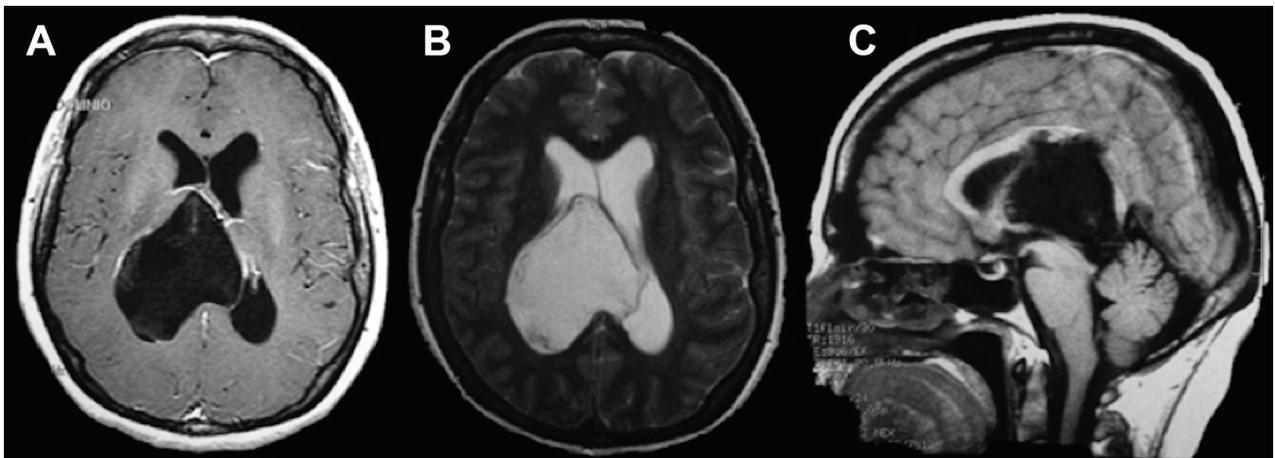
A) RMN de cerebro secuencia T1 con contraste EV corte axial en donde se observa lesión quística hipointensa a nivel del ventrículo lateral derecho, sin realce postcontraste que desplaza el fornix. B) Secuencia T2 corte axial en donde se observa lesión intraventricular hiperintensa en T2 (similar al líquido cefalorraquídeo). C) Secuencia T1 sin contraste corte sagital en donde se observa lesión quística hipointensa intraventricular que desplaza parcialmente el cuerpo del cuerpo calloso.
